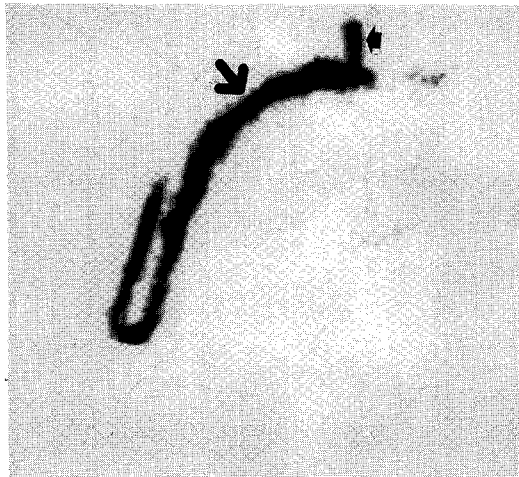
SVC scintigram shows stasis of drain of the right brachiocephalic vein (large arrow) at the proximal portion with reflux into the right internal jugular vein (small arrow) and faintly visible superior vena cava via the collateral.
